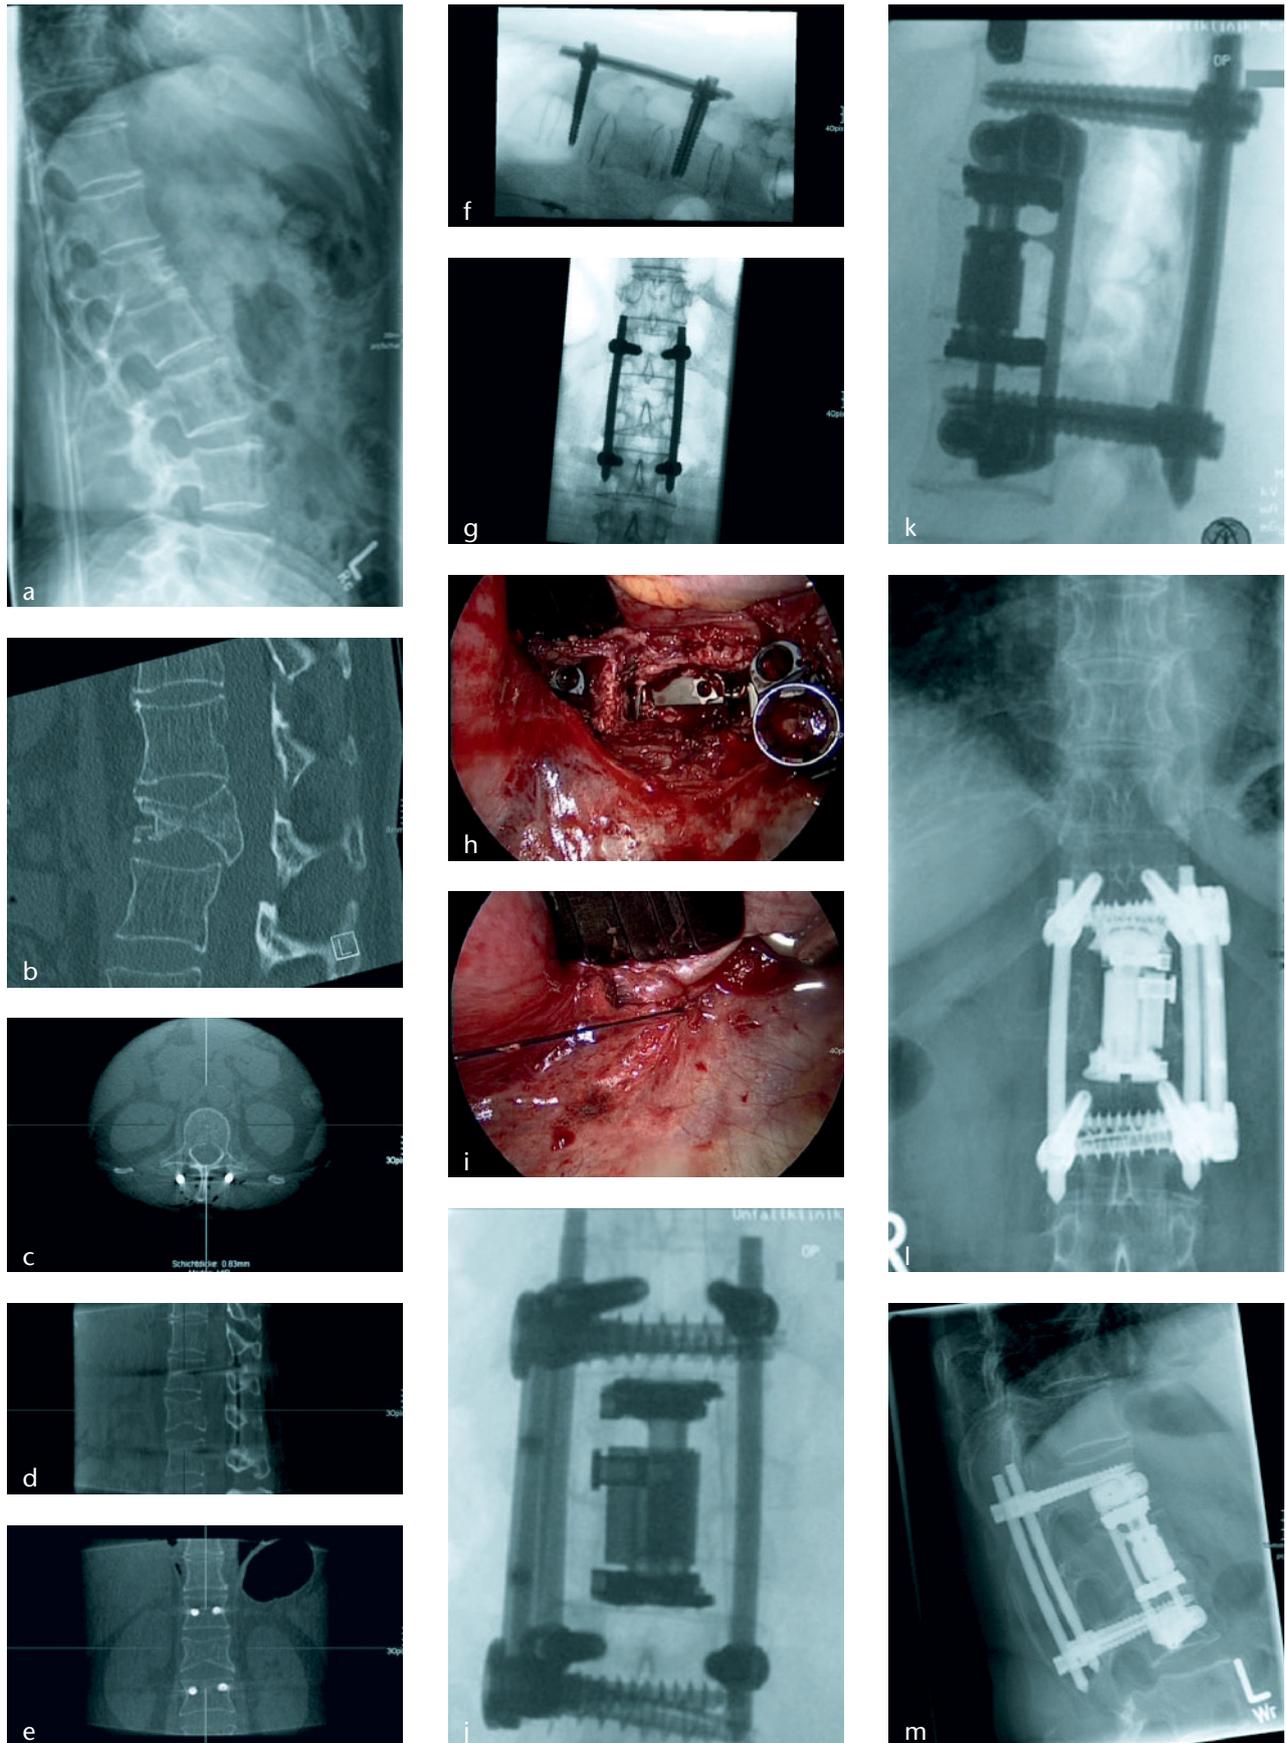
m 55-jährige Frau nach Pferdesturz. a) Konventionelles Röntgen zeigt eine Fraktur auf Höhe L1; b) im CT kompletter Berstungsbruch A4 nach neuer AO Spine Klassifikation; c–g) intraoperative konventionelle und 3D-Kontrolle nach dorsaler bisegmentaler Instrumentierung mit moniaxialer perkutaner Fixateur interne; h) thorakoskopische ventral bisegmentale Spondylodese mit expandierbarem Cage Hydrolyft nach Zwerchfellsplit; i) Zwerchfellnaht; j–k) intraoperative Kontrolle in 2 Ebenen; l–m) postoperative Verlaufskontrolle in 2 Ebenen im Stehen.
